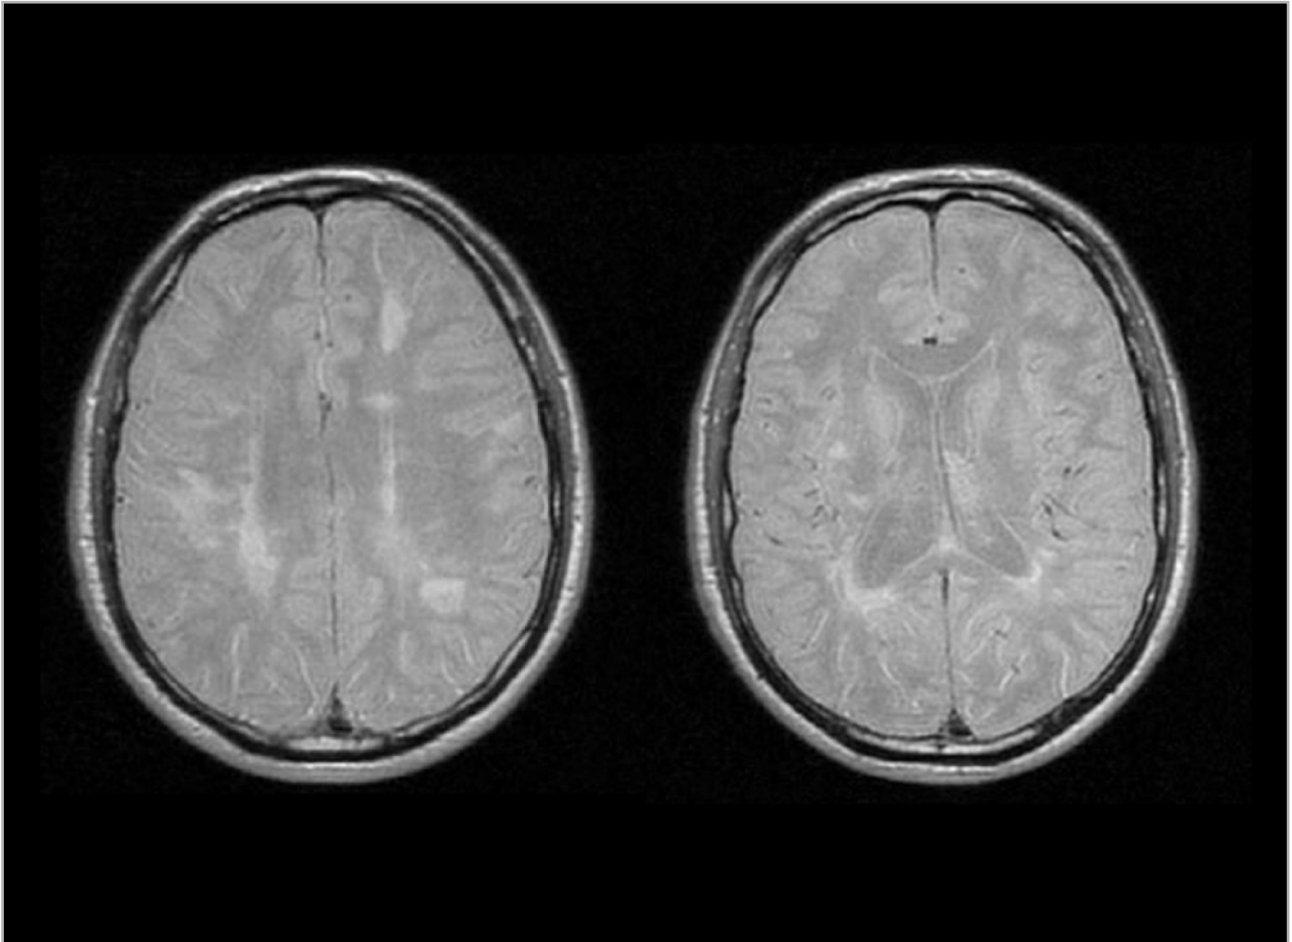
Resonancia magnética (RM) de julio de 2020. No hay nuevas lesiones desde 2015, pero el paciente presenta una carga moderada-elevada de lesiones típicas de esclerosis múltiple (EM), periventriculares y en la sustancia blanca subcortical y yuxtacortical.
